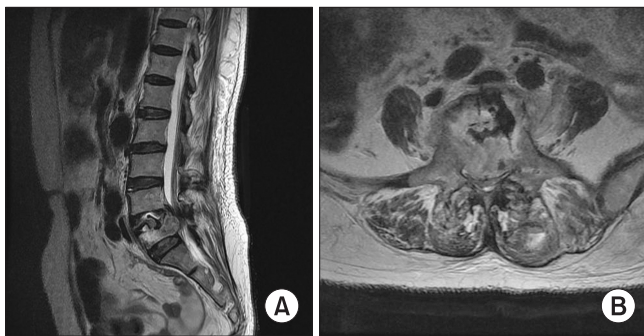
Sagittal T2-weighted (A), axial T2-weighted (B) magnetic resonance imaging show retropulsion of neoplastic tissue with significant epidural compression of dural sac of L5 body.
